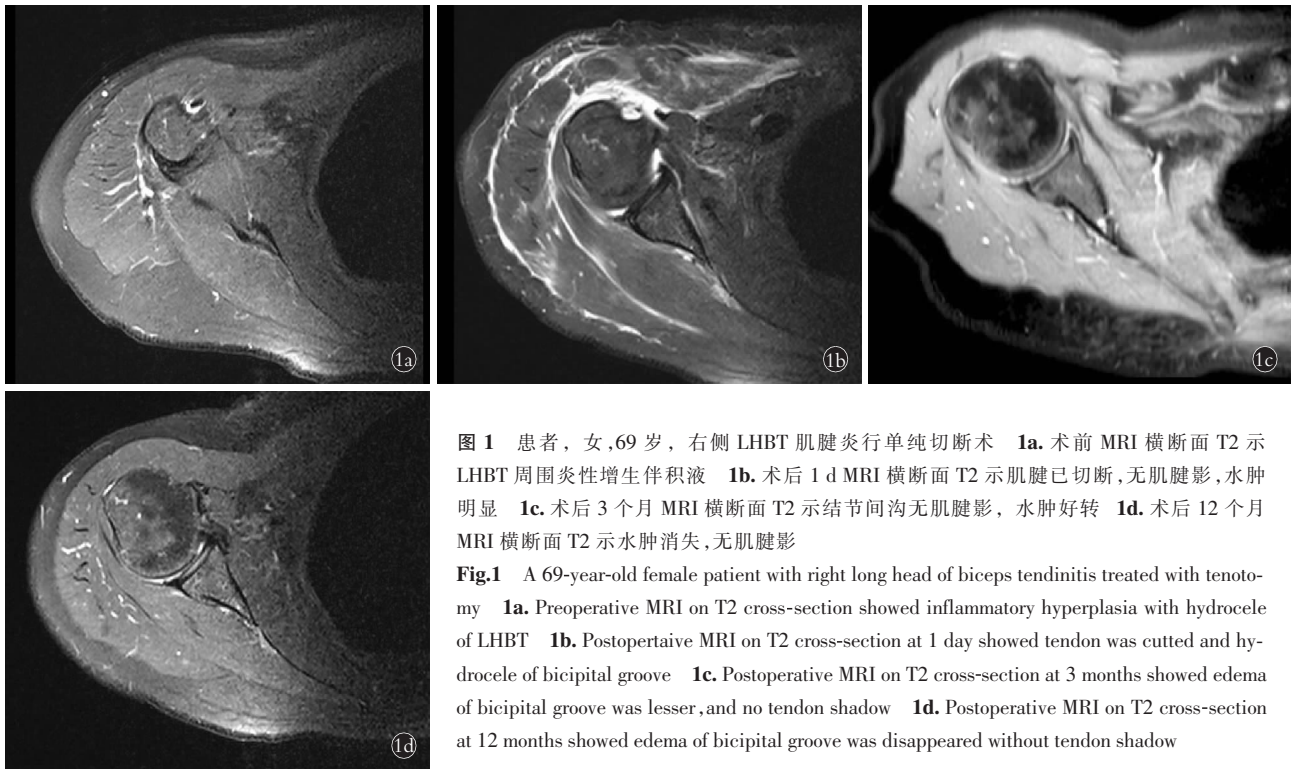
患者,女,69 岁,右侧 LHBT 肌腱炎行单纯切断术 1a. 术前 MRI 横断面 T2 示 LHBT 周围炎性增生伴积液 1b. 术后 1 d MRI 横断面 T2 示肌腱已切断,无肌腱影,水肿明显 1c. 术后 3 个月 MRI 横断面 T2 示结节间沟无肌腱影,水肿好转 1d. 术后 12 个月 MRI 横断面 T2 示水肿消失,无肌腱影
